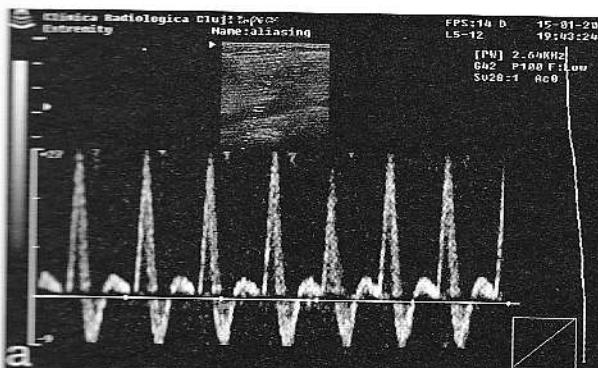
Efectul examinării vasului sub unghiuri variate în ecografia Doppler pulsat: a) examinarea vasului sub un unghi de incidentă mic face ca traseul Doppler să fie amplu și să apară aliasing; b) examinarea vasului sub un unghi de incidentă mare face ca traseul Doppler să fie mai puțin amplu, iar artefactul dispare.
